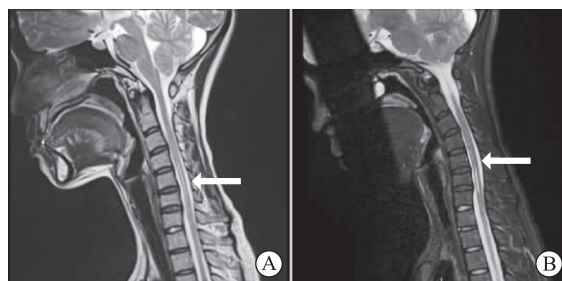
颈椎 MRI 表现 A 为颈椎中立位 MRI 表现;B 为颈椎屈曲位 MRI 示 C5-6 水平脊髓前间隙变窄,脊髓后方硬膜外腔增宽,呈“膜-壁分离”现象
